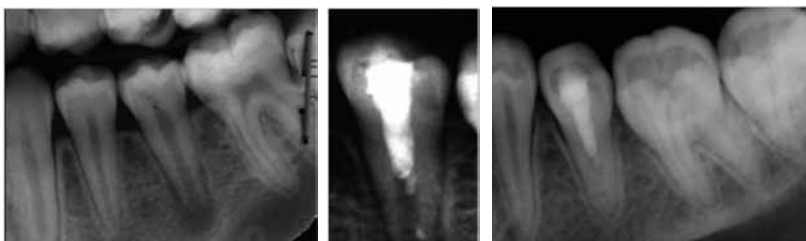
Radiographies (a) pré-opératoire; (b) après le placement du MTA (reste radio-opaque de cavit qui s'est échappé dans le canal) ; (c) contrôle à 18mois. <sup>2</sup>
